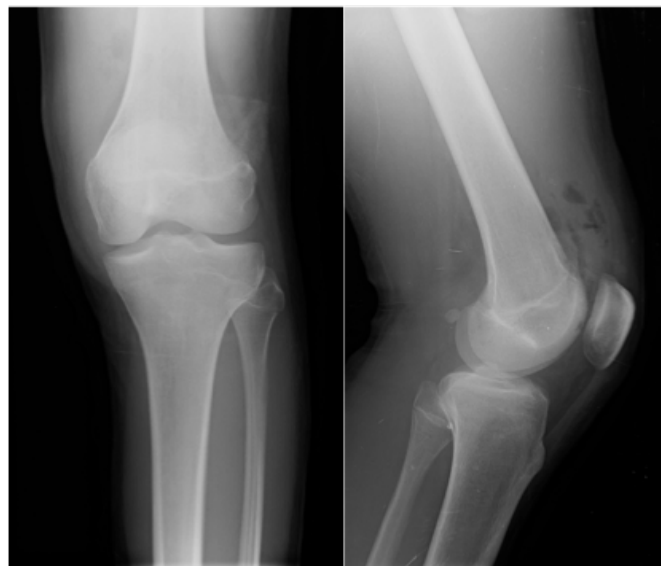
Radiografia simples do joelho em incidência ântero-posterior e perfil, sem evidência de corpos estranhos intra-articulares.
